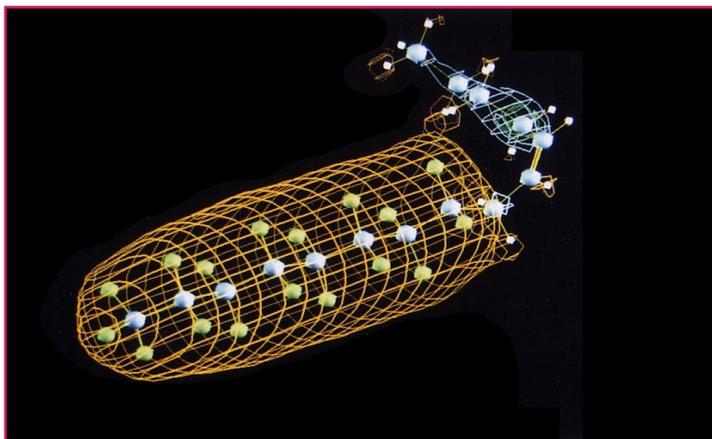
Structure 3D de RMN (R(ico) M(at his) N(ovelli)) 3.
